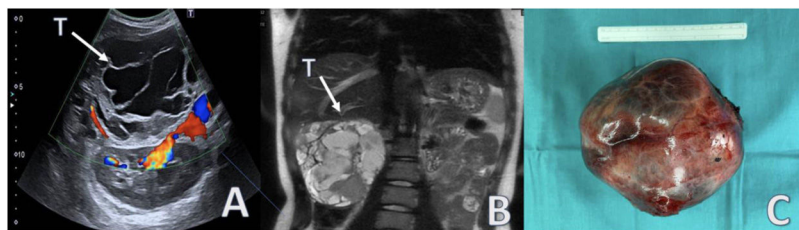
1A. Ecografía Doppler abdominal-pélvica: lesión quística multiloculada hepática con vascularización periférica. T: tumor. 1B. Resonancia magnética. Lesión multiloculada sólido-quística con borde hipointenso y realce heterogéneo, en la periferia y dentro de los componentes sólidos de la masa. T: tumor. 1C. Pieza quirúrgica.
